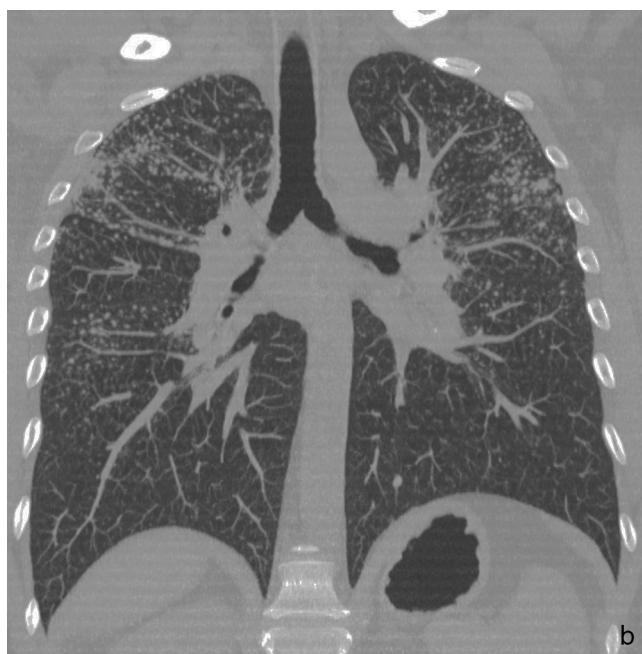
TAC con reconstrucción multiplanar en plano coronal del caso clínico 2.
